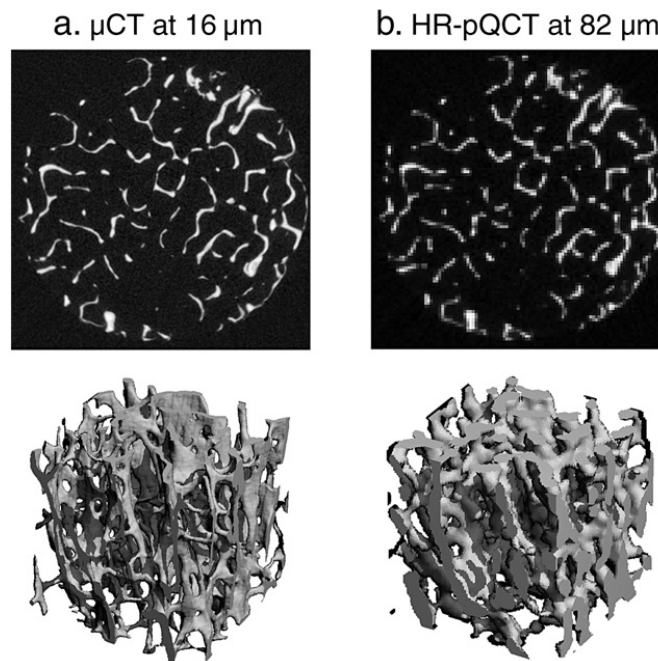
Exemple de la dégradation d'un volume osseux, due aux effets de volume partiel. (a) image en coupe et 3D acquise par μCT à 16 μm . (b) la même pièce osseuse acquise par HR-pQCT à 82 μm (228).
